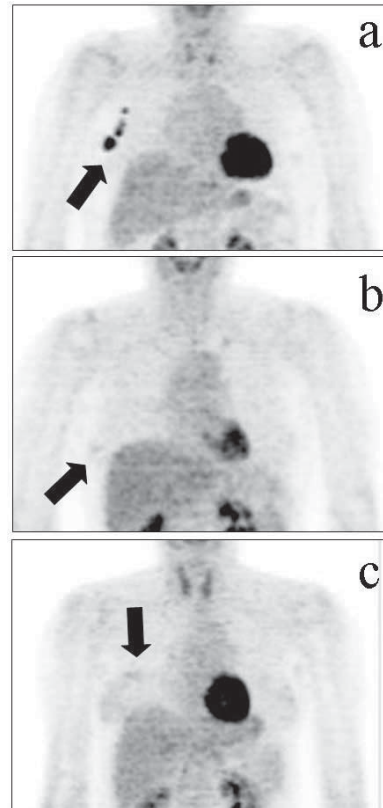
Representative uptake pattern of FDG in breast. (a) Large localized irregular, high accumulation, (b) Small localized, slight accumulation, (c) Localized accumulation in diffuse accumulation of breast origin.
